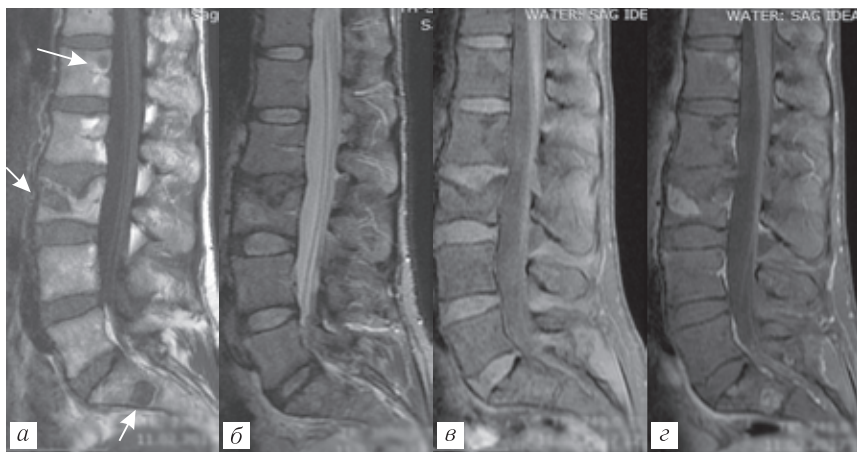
Пациентка 39 лет с болями в спине. При МРТ поясничного отдела позвоночника выявлены изменения в телах L_I, L_{III} и S_I (стрелки), гипоинтенсивные на T1-ВИ (а), слабо гиперинтенсивные на ИП-STIR (б), изоинтенсивные на T1 с жироподавлением (в), с отчетливым постконтрастным усилением (г). В теле L_{IV} возник патологический перелом. Выявленные изменения не позволяют уверенно исключить опухолевый процесс
